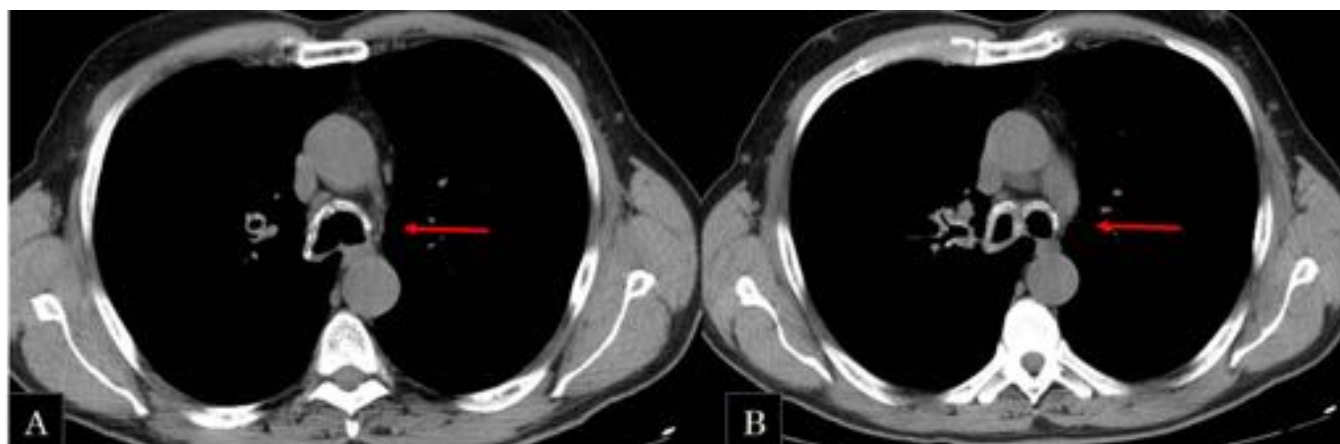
Varón de 64 años con antecedentes de amiloidosis con afectación traqueobronquial. A y B) TC torácico: se observa un engrosamiento concéntrico, con calcificaciones, de la porción distal de la tráquea, bronquios principales y lobares bilaterales, con mayor afectación del lado derecho. No se objetiva estenosis ni lesiones endobronquiales. Hallazgos compatibles con su diagnóstico clínico de amiloidosis traqueobronquial.
